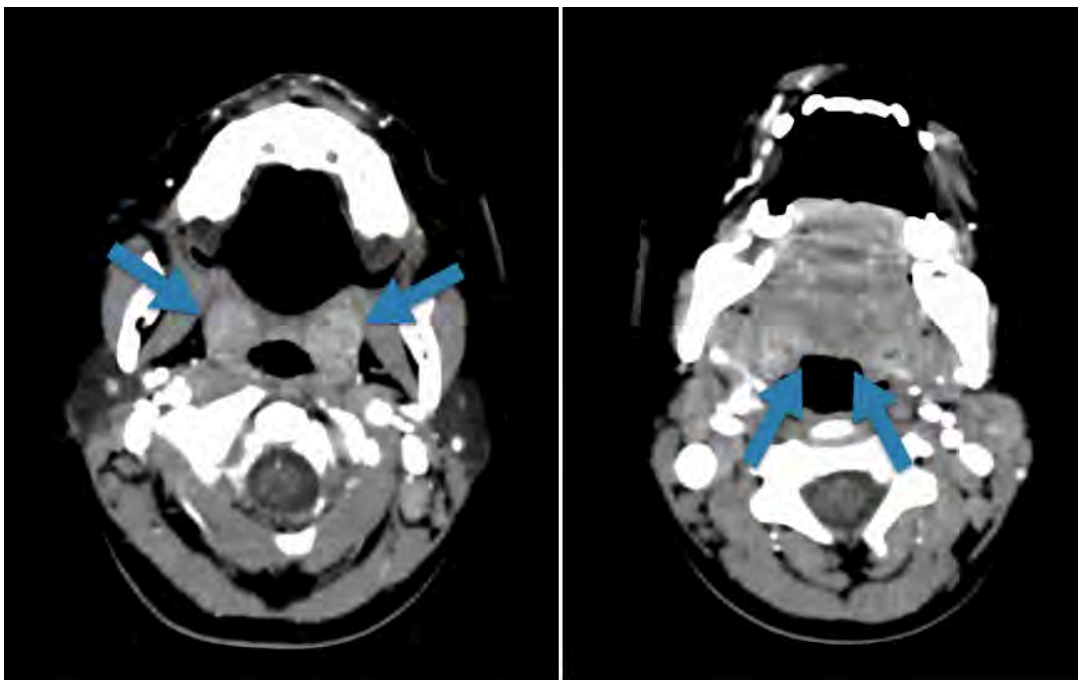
Tomografía computada con contraste en cortes axiales a nivel del cuello en donde se evidencia las amígdala palatinas y lingual (flechas) aumentadas de tamaño.
